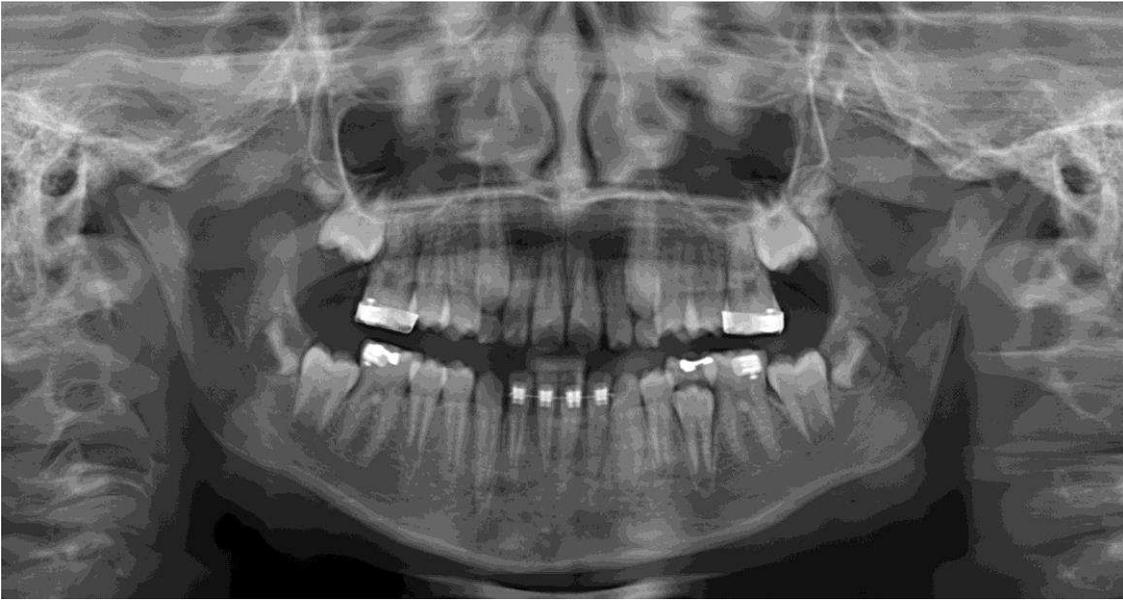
Radiografia panorâmica final.
